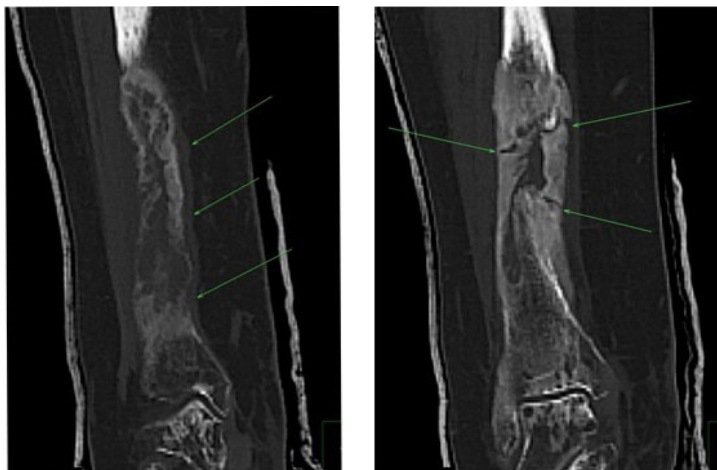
Компьютерная томография правой большеберцовой кости после 2-х курсов химиотерапии в режиме R-СНОР
